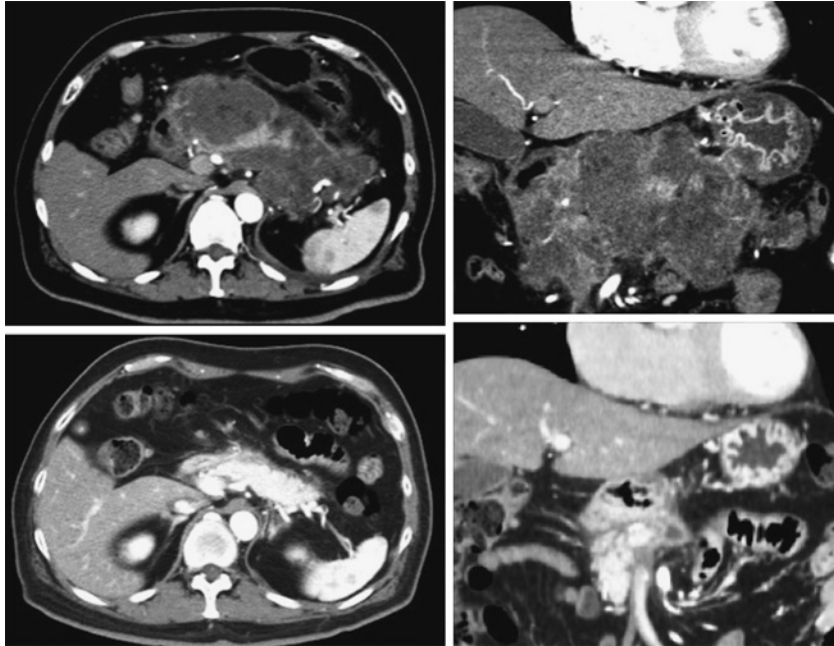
無症候性 WON の自然消退例. 左上：急性膵炎発症 4 週間後の造影 CT（横断像）. 右上：急性膵炎発症 4 週間後の造影 CT（冠状断像）. 左下：急性膵炎発症 14 週間後の造影 CT（横断像）. 右下：急性膵炎発症 14 週間後の造影 CT（冠状断像）.
